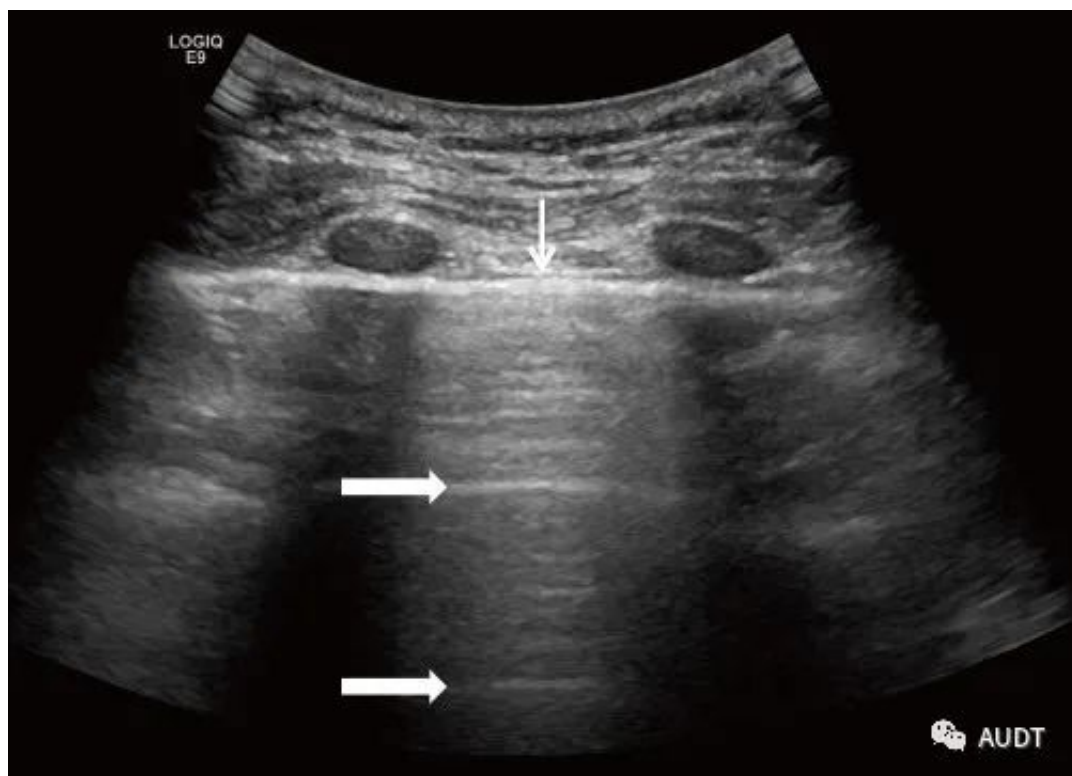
A线。二维超声显示与胸膜线(细箭头)平行的A线(两个粗箭头)。
